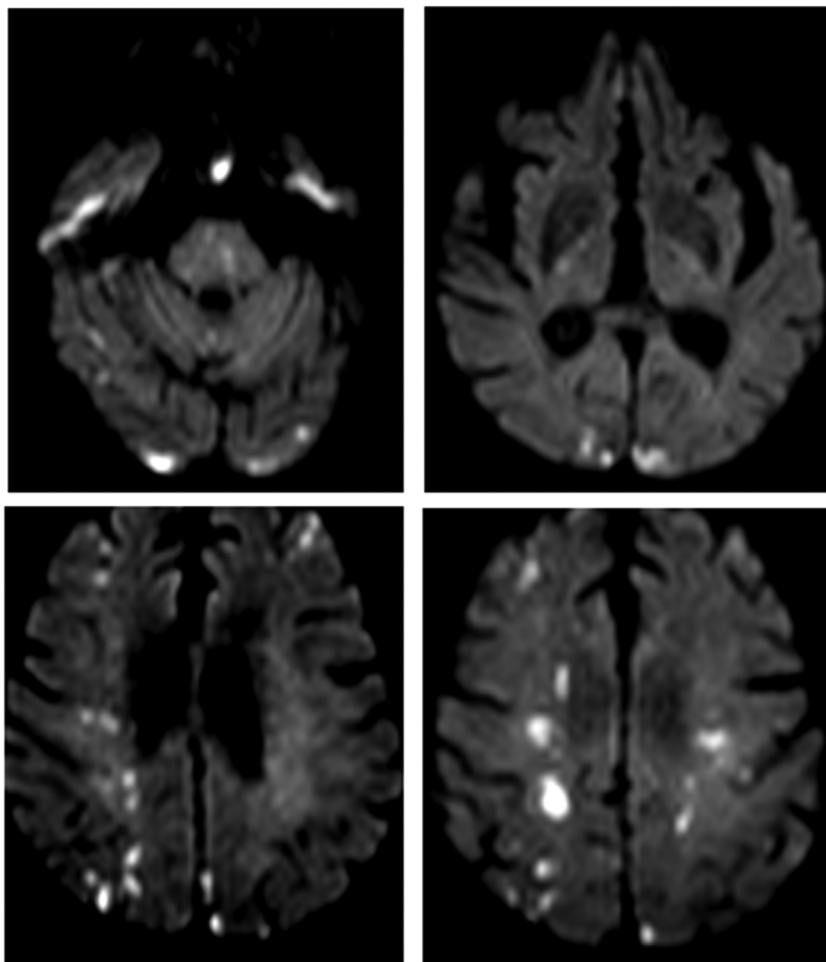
Resonancia de cerebro sin contraste con secuencia DWI. Se observan múltiples lesiones corticales y subcorticales con restricción de la difusión, supra e infratentoriales en ambos hemisferios cerebrales de distribución en territorios limítrofes.
